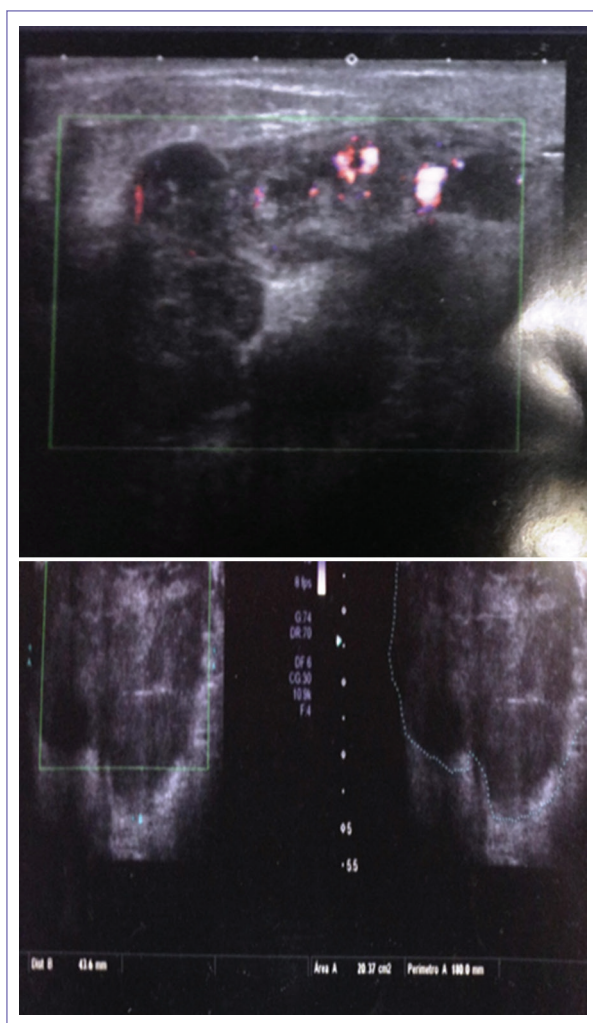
Imagen ultrasonográfica de la lesión mamaria principal donde se aprecia la hipervascularidad de la lesión y los márgenes irregulares e infiltrantes.
